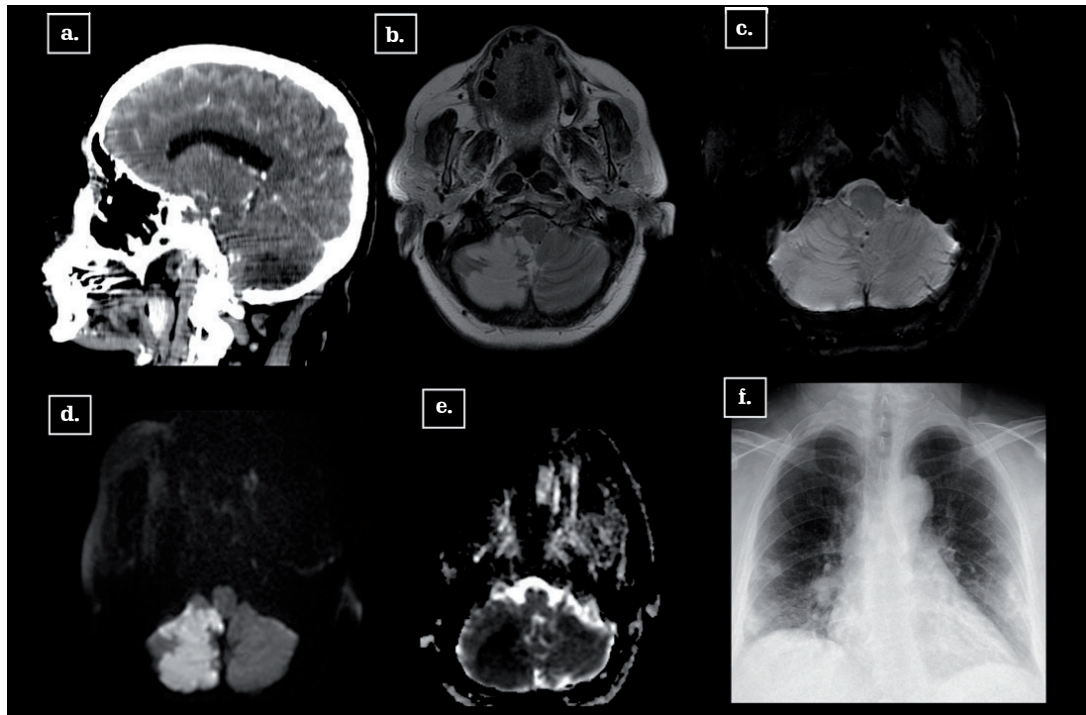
Infarto subagudo en cerebelo derecho. Paciente femenina de 63 años, PCR COVID-19 positiva. AngioTC sagital (a): evento isquémico en el hemisferio cerebeloso derecho, territorio de PICA. RM Axial T2WI (b), SWI (c), DWI (d), mapa ADC (e): restricción a la difusión en el hemisferio cerebeloso derecho, territorio vascular de PICA con representación en T2WI y FLAIR, sin transformación hemorrágica. Radiografía de tórax AP (f): múltiples opacidades con patrón en vidrio esmerilado, periféricas, bibasales. Fuente: los autores.
